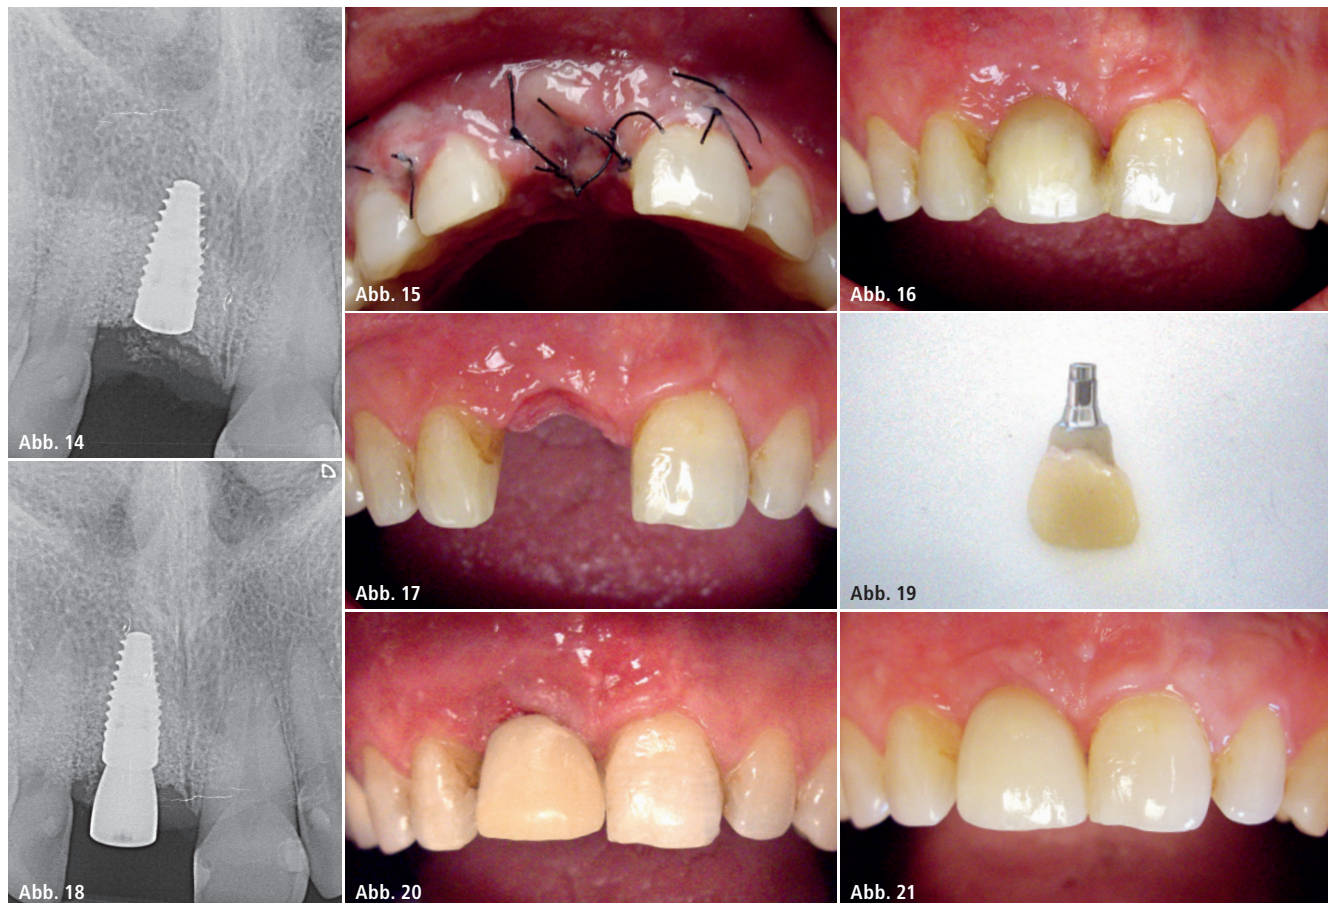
Radiologische Aufnahme nach Implantation. – Abb. 15: Zustand einen Tag postoperativ. – Abb. 16: Zustand drei Monate postoperativ mit provisorischer Versorgung. – Abb. 17: Zustand vor Freilegung. – Abb. 18: Röntgenbild nach Freilegung. – Abb. 19: Provisorische Krone noch nicht ausgearbeitet. – Abb. 20: Provisorische Krone eingegliedert bis zur finalen Versorgung. – Abb. 21: Finale Versorgung.
